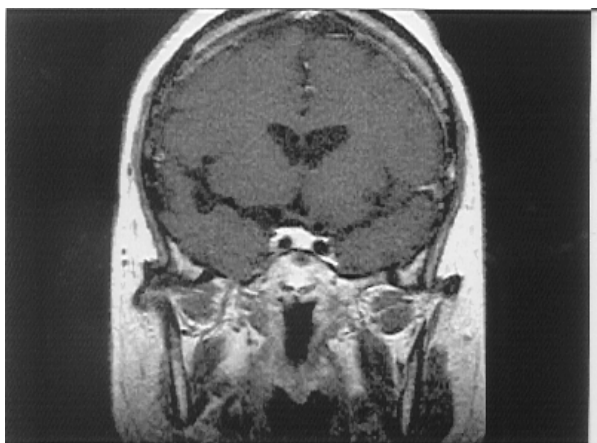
The sella MRI shows a nodule of low-signal density (arrow) in the right posterior portion of the pituitary gland (contrast enhanced phase), suggestive of pituitary microadenoma.
